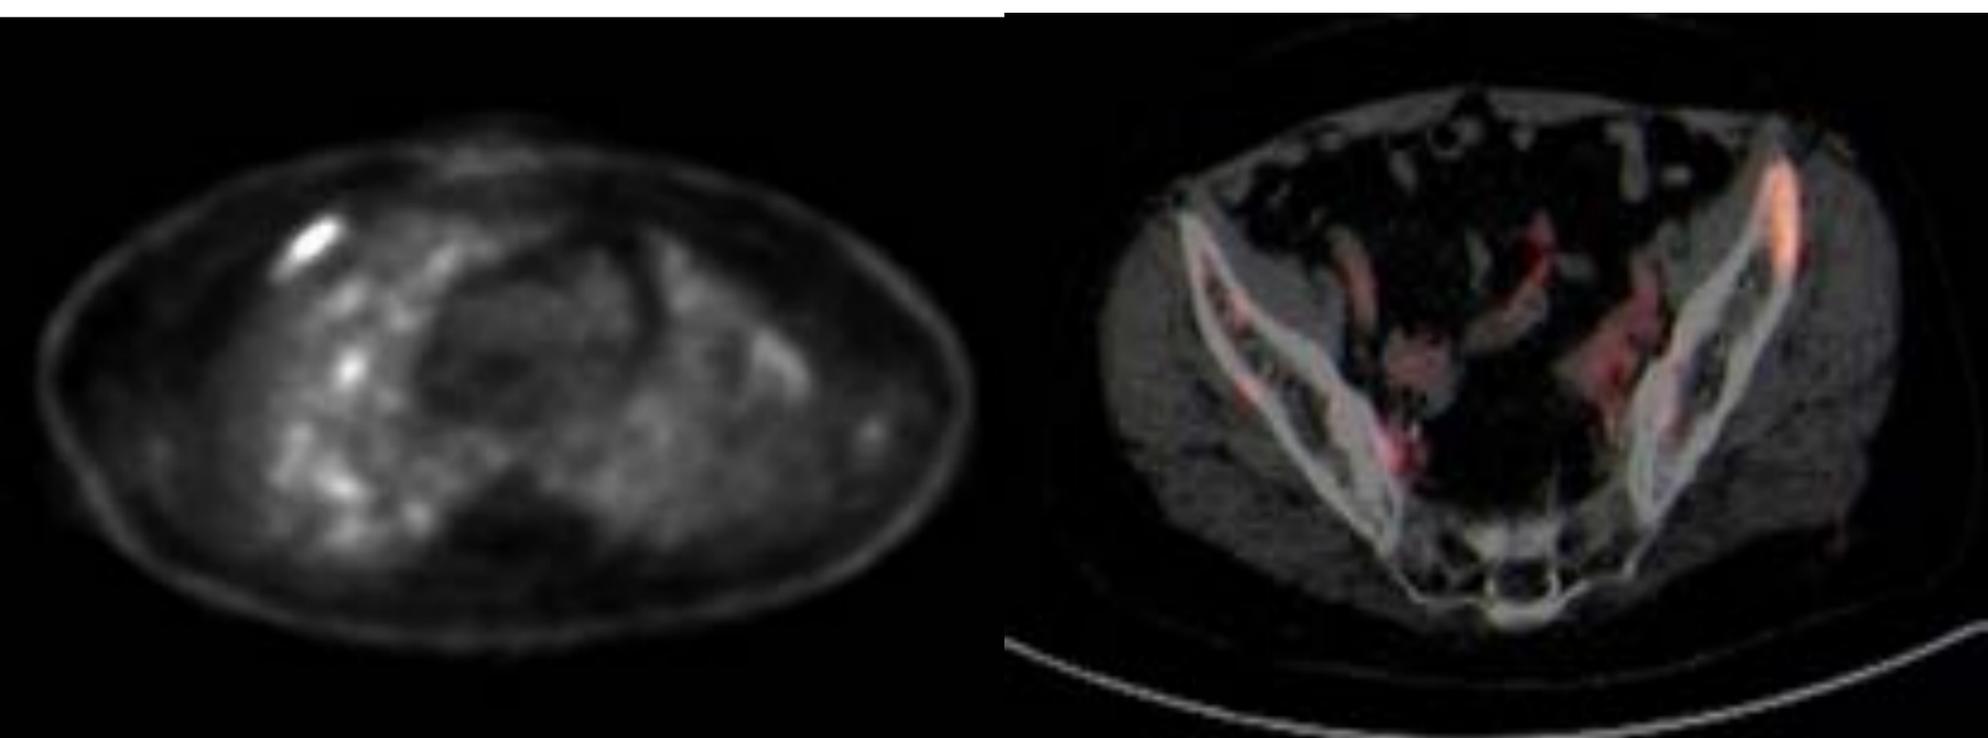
Imagen PET mostrando captación en parrilla costal derecha y cresta ilíaca izquierda.
